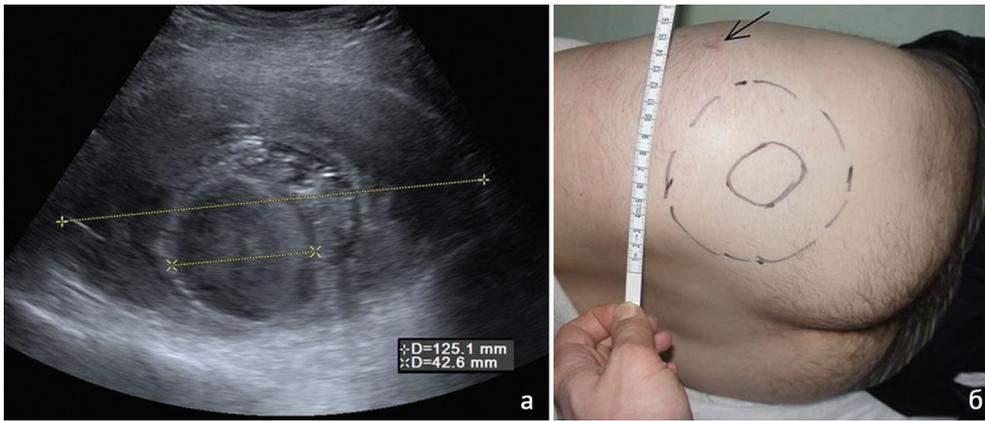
Измерение размеров и разметка псевдоаневризмы при ультразвуковом исследовании: а – измерение размеров ядра и оболочки псевдоаневризмы; б – разметка расположения псевдоаневризмы на кожном покрове правой ягодичной области по данным УЗИ (сплошной линией очерчена проекция ядра псевдоаневризмы, прерывистой линией – проекция капсулы псевдоаневризмы, стрелкой указан послеоперационный рубец в точке введения илиосакрального винта)
